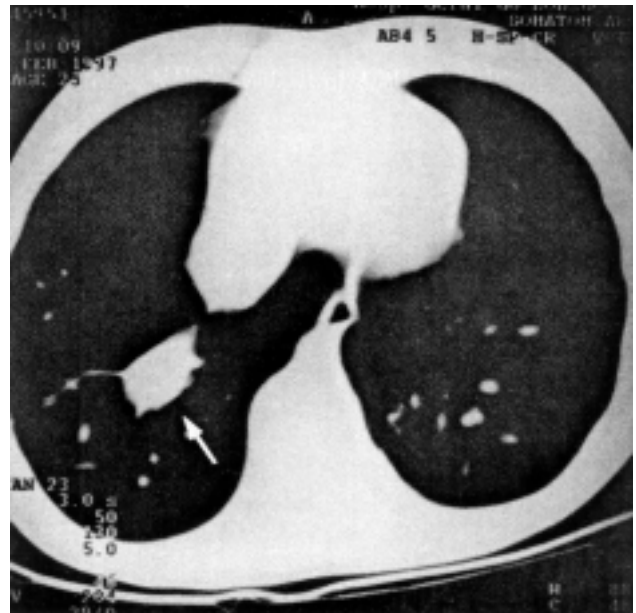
TC de tórax demonstra a veia pulmonar direita anômala (seta) conectada na veia cava inferior, que se encontra bastante dilatada
